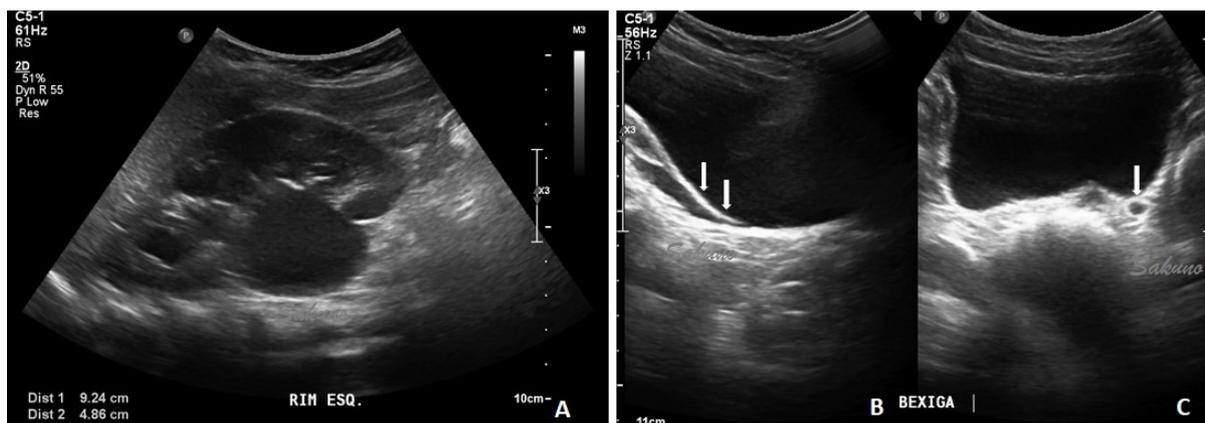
Ultrassonografia dinâmica das vias urinárias em paciente com CAKUT. Paciente de 4 anos com ITU apresentando hidronefrose à esquerda compatível com obstrução da junção pieloureteral (A), durante a ultrassonografia dinâmica das vias urinárias observou-se dilatação o ureter terminal esquerdo (setas) com características sugestivas de RVU associado (B e C), que foi confirmado na urossonografia com microbolhas (fig.9).
